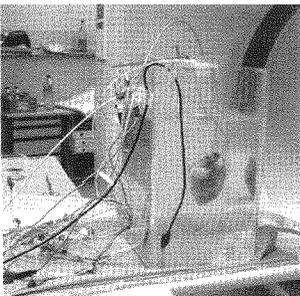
Langendorff-Präparat im CT
